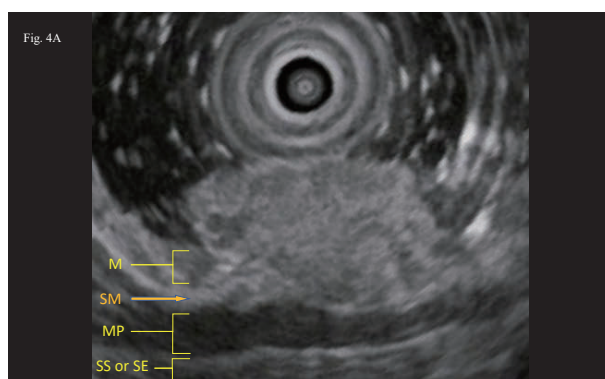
Endoscopic ultrasonographic observation. The third layer (submucosal layer) is narrowed and lacerated due to the tumor; the fourth layer (proper muscular layer) is preserved. M, mucosa; SM, submucosa; MP, muscularis propria; SS, subserosa; SE, serosa.
